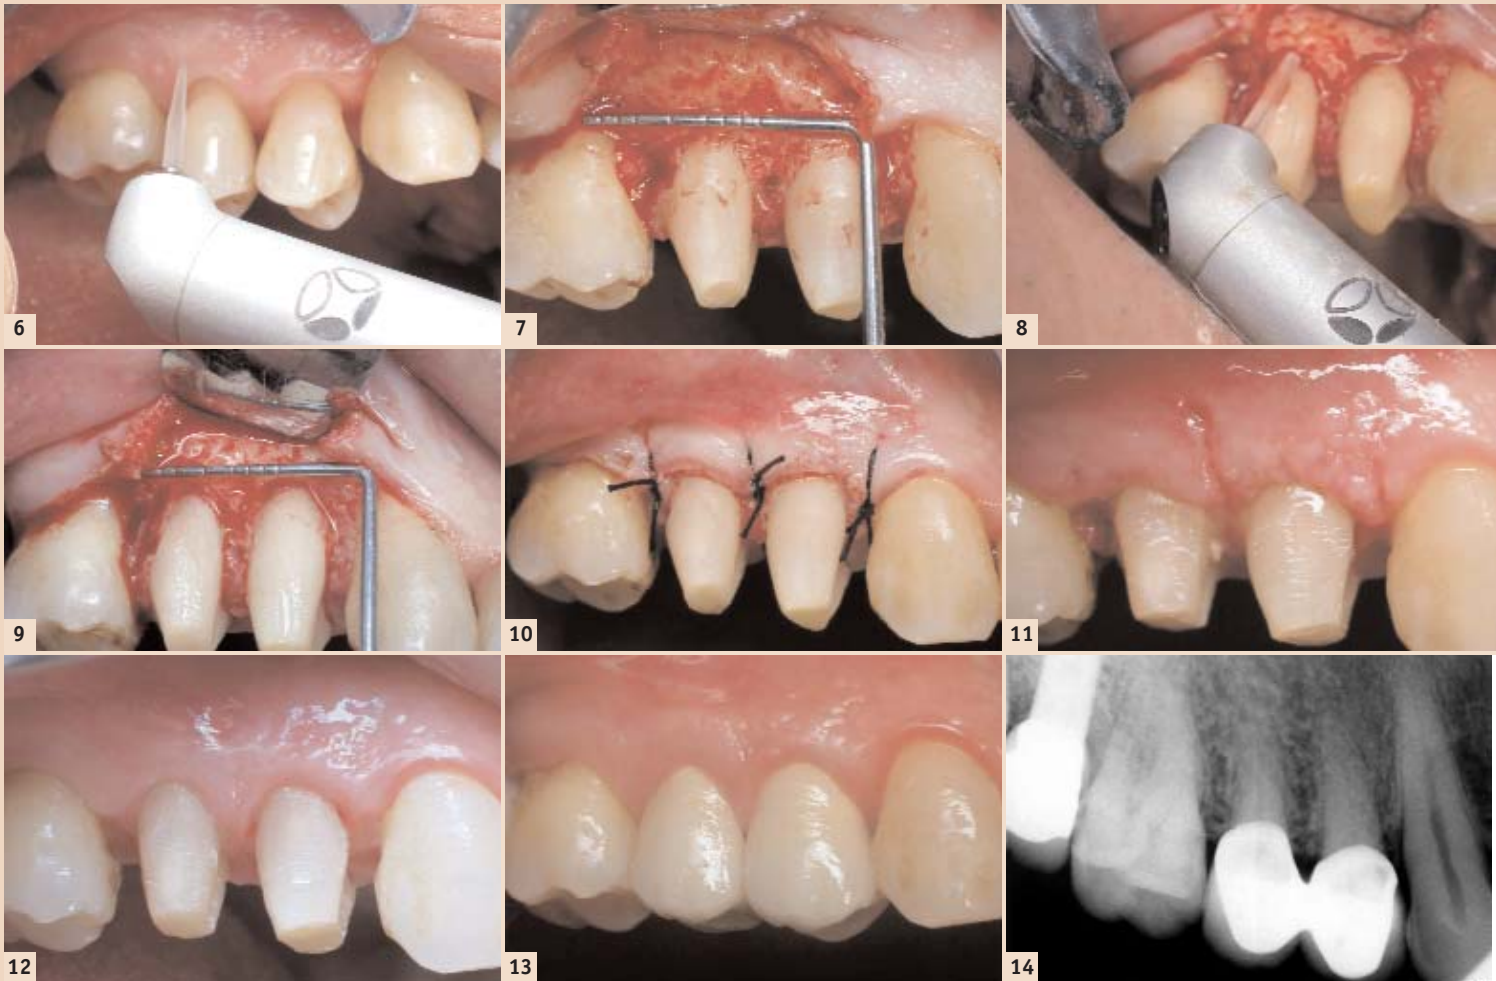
Verwendung des LiteTouch-Lasers für die Inzision. – Abb. 7: Abheben des Mukoperiostlappens. – Abb. 8: Verwendung des LiteTouch-Lasers für die Knochenablation. – Abb. 9: Knochniveau nach der Abtragung mit dem LiteTouch-Laser. – Abb. 10: Unmittelbar post OP. – Abb. 11: Eine Woche post OP. – Abb. 12: Vier Monate post OP. – Abb. 13: Neun Monate post OP. – Abb. 14: Röntgenaufnahme neun Monate post OP.
